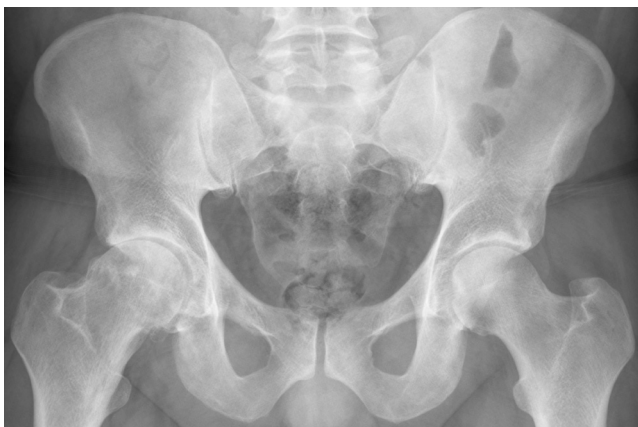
Radiografía simple de cadera A-P: rectificación de la unión cervicocefálica femoral con prominencia ósea o giba.
